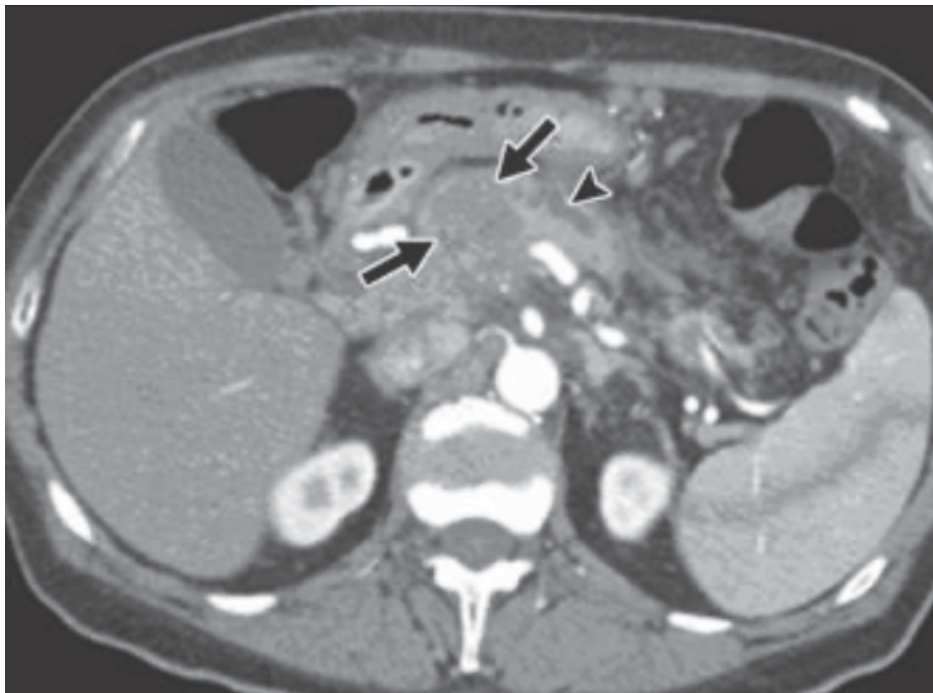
Adenocarcinoma con degeneración quística en TC(14)
